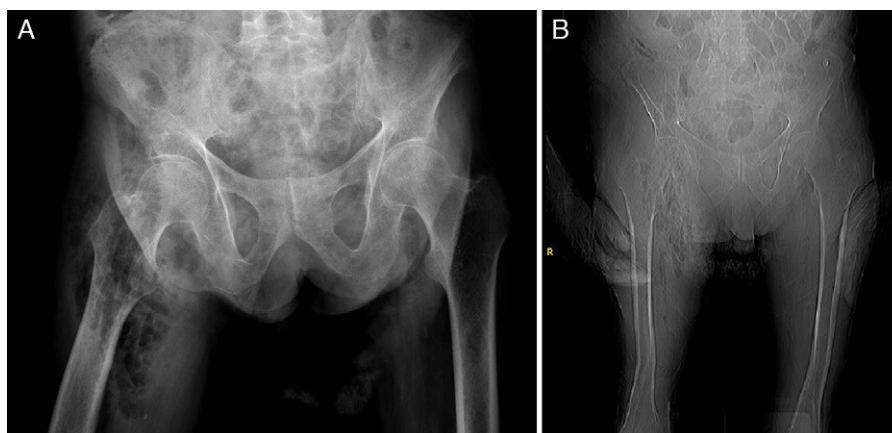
Radiografía simple. A) y B) Enfisema subcutáneo en raíz de muslo derecho.
